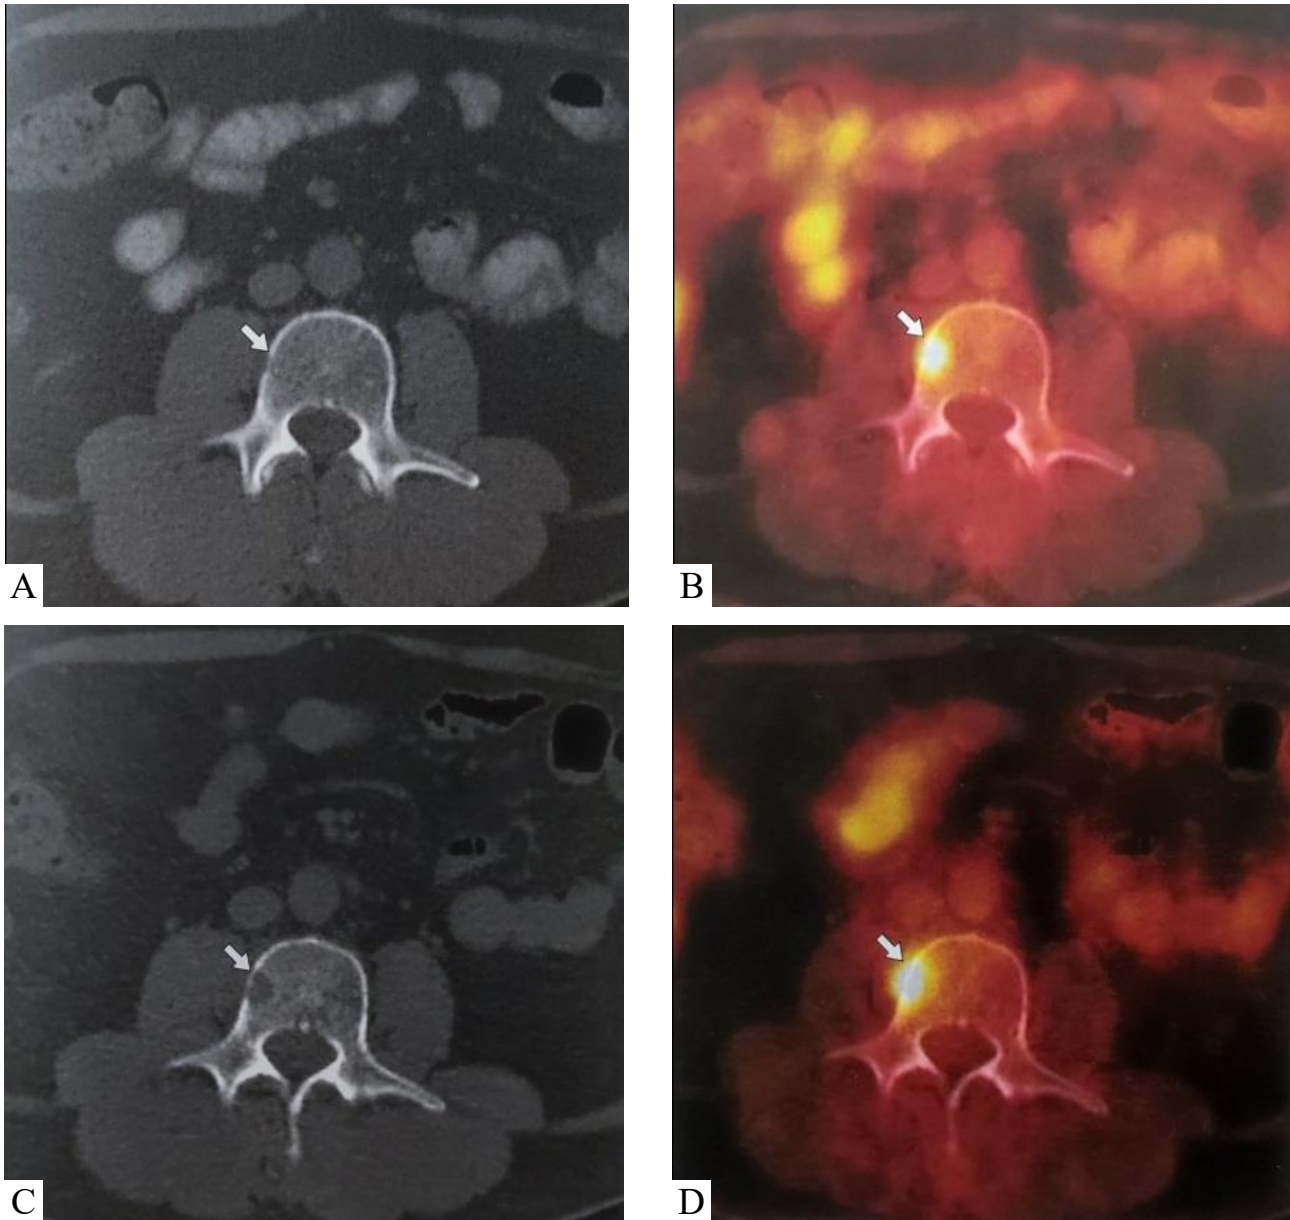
ПЕТ/КТ з ^{18}F -ФДГ всього тіла. Рак легень, метастаз в правих відділах хребця L_{III} . A – КТ в аксіальній проекції до лікування, точкова узурація кортикального шару без явних структурних змін; B – ПЕТ/КТ в аксіальній проекції до лікування, вогнищеве патологічне накопичення РФП; C – КТ в аксіальній проекції після першого курсу хіміотерапії, з'явилося вогнище літичної деструкції до 1,3 см (стрілки); D – ПЕТ/КТ в аксіальній проекції після першого курсу хіміотерапії, збільшення «метаболічних» розмірів вогнища (стрілки) [11].
